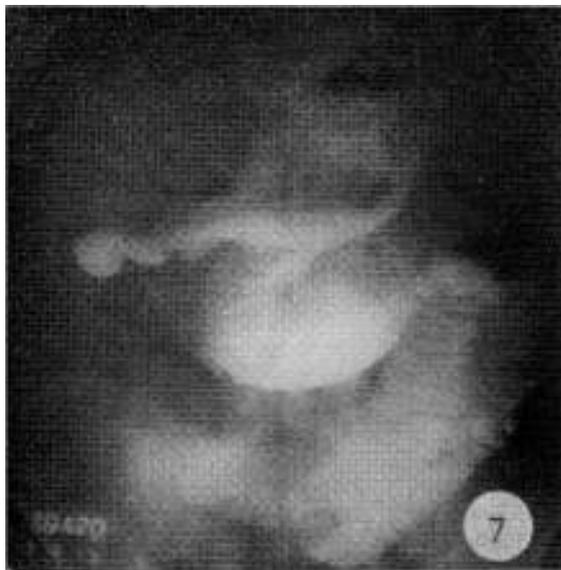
Radiografía que muestra relleno gastroduodenal en decúbito supino, con visualización de vías biliares, por fistula hepatoduodenal.
